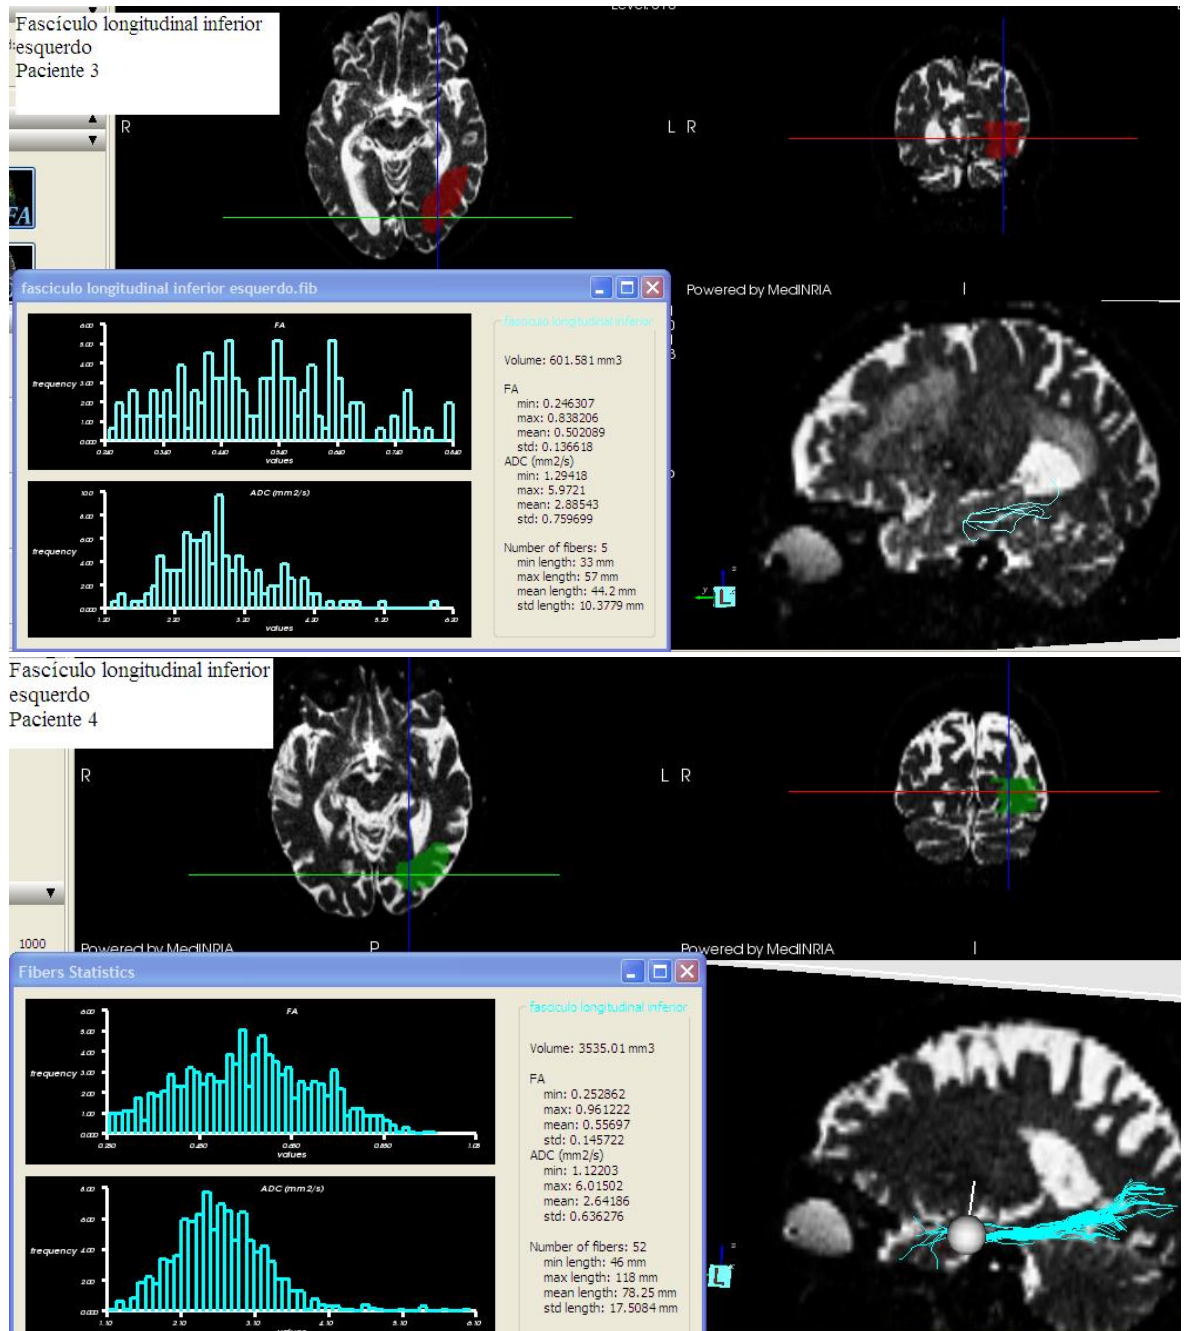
DTIs de quatro pacientes onde se evidencia o fascículo longitudinal inferior esquerdo em azul claro analisado a partir das ordenadas identificadas nas imagens axiais e coronais no exame de ressonância magnética obtida em T2. A janela no quadrante inferior esquerdo da figura mostra os dados numéricos utilizados para a análise estatística.
